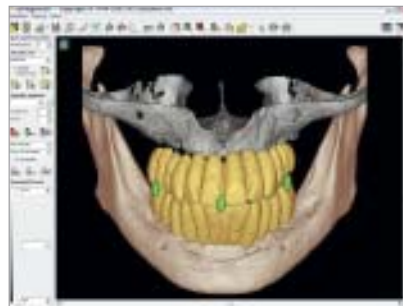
CT-Schablonen in Zentrik. – Abb. 5: Nur ein Datensatz für die Planung im Ober- und Unterkiefer (gut zu sehen die Titanpins im Oberkiefer). – Abb. 6: CT-Schablone auf teilbezahntem Oberkiefer.
